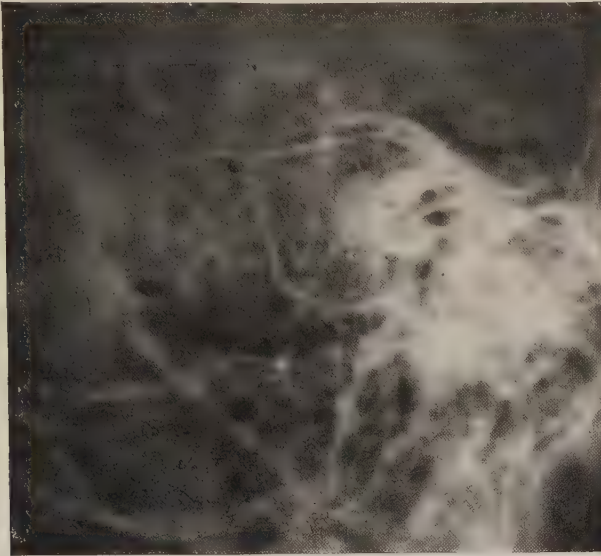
Röntgenbild eines sehr ausgedehnten pneumatisierten Warzenfortsatzes.
